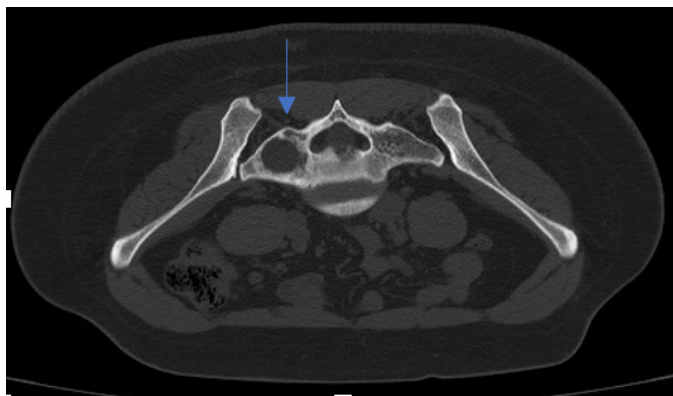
Corte axial de TAC de pelvis, con lesión hipodensa en el ala sacra derecha, con bordes irregulares, leve expansión ósea sin compromiso de los tejidos blandos adyacentes, con una atenuación de 35 unidades Hounsfield, sugiriendo una posible lesión de tipo fibroso o mixoide.
